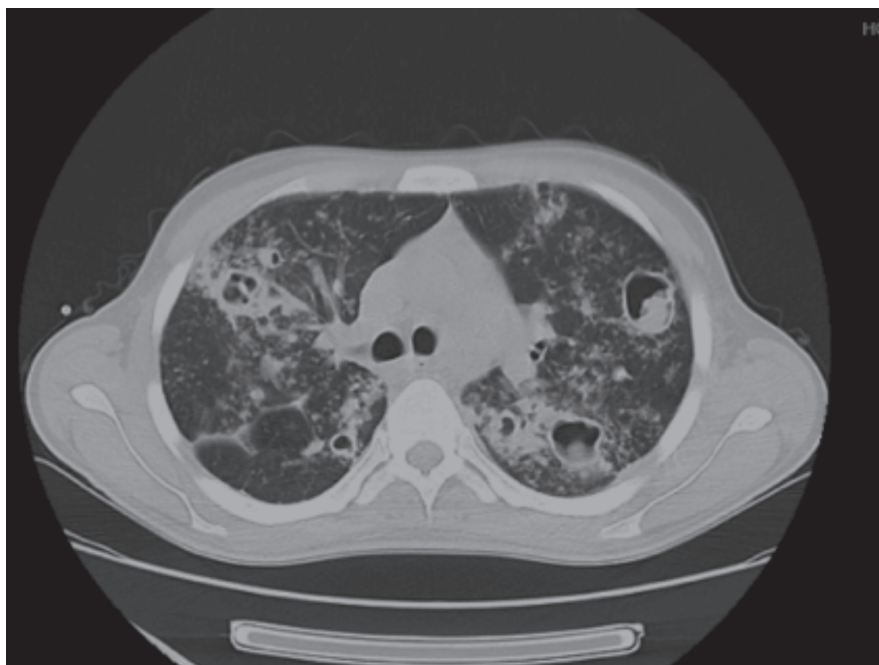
TAC torácica que muestra múltiples cavidades que presentan en su interior una formación nodular sólida.
